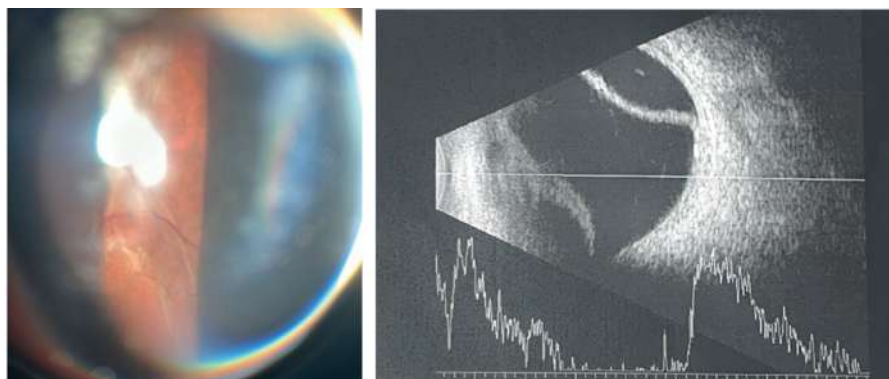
Fundoscopy showing possible exudative retinal detachment, likely secondary to prolonged choroidal detachment. Ultrasonography shows persistent bullous choroidal detachments
